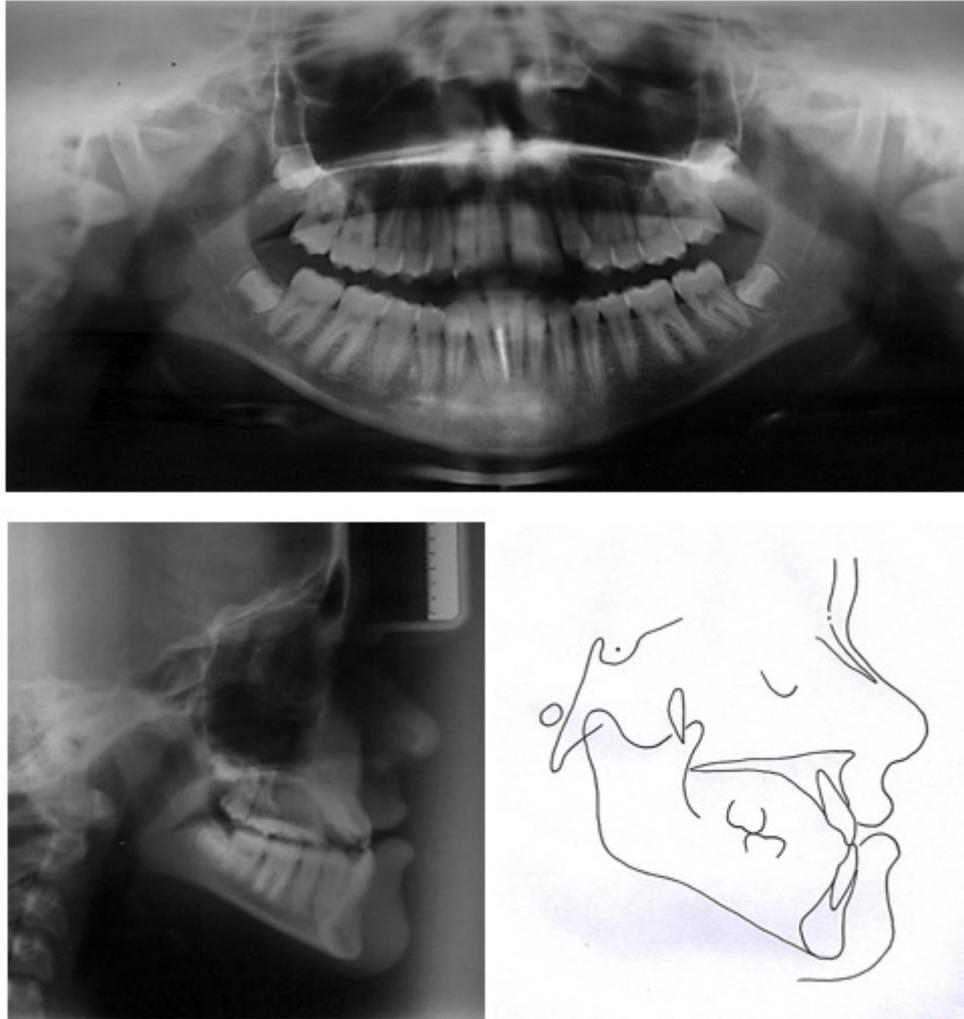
Traçado, telerradiografia e radiografia panorâmica pré-tratamento
